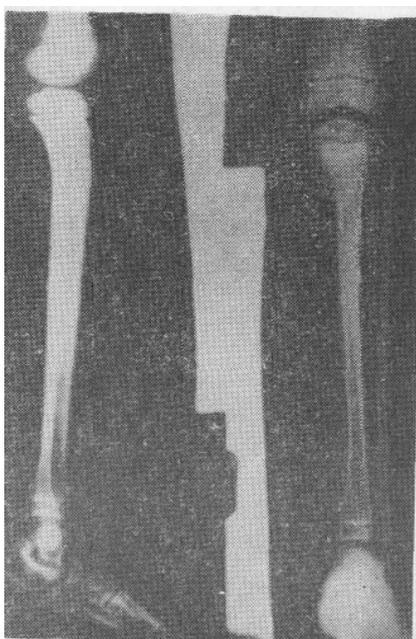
Рентгенограмма голени и стопы той же больной до лечения.
